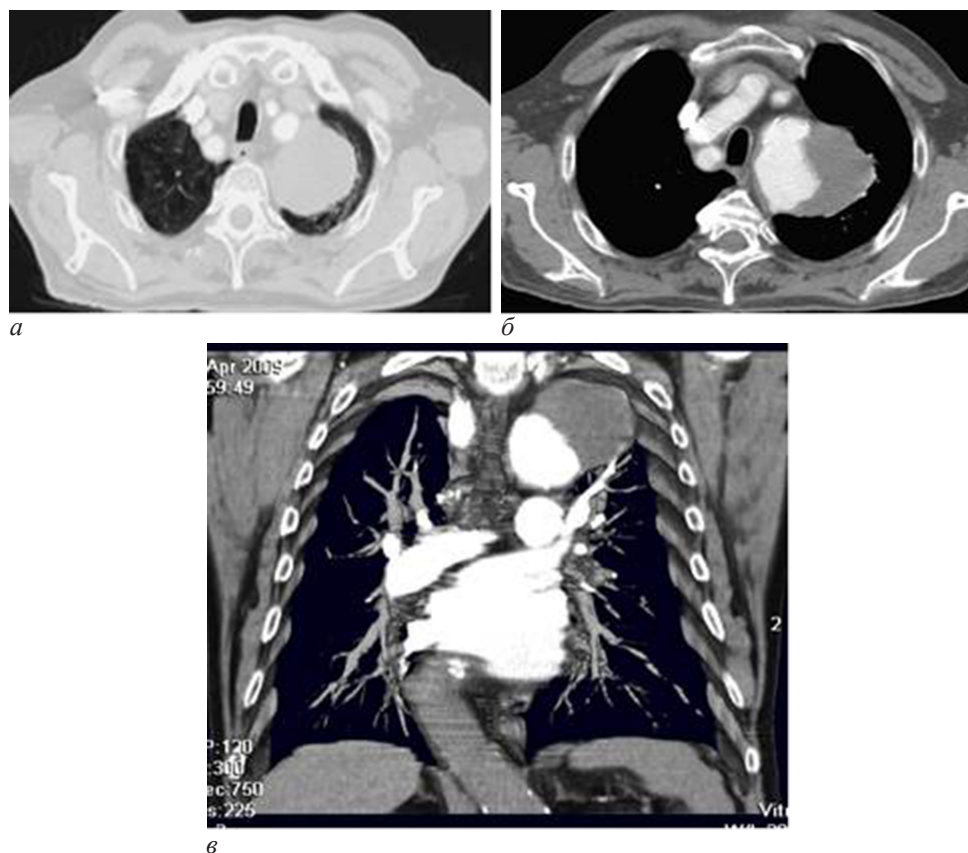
МСКТ исследование у пациентки К., 70 лет.
